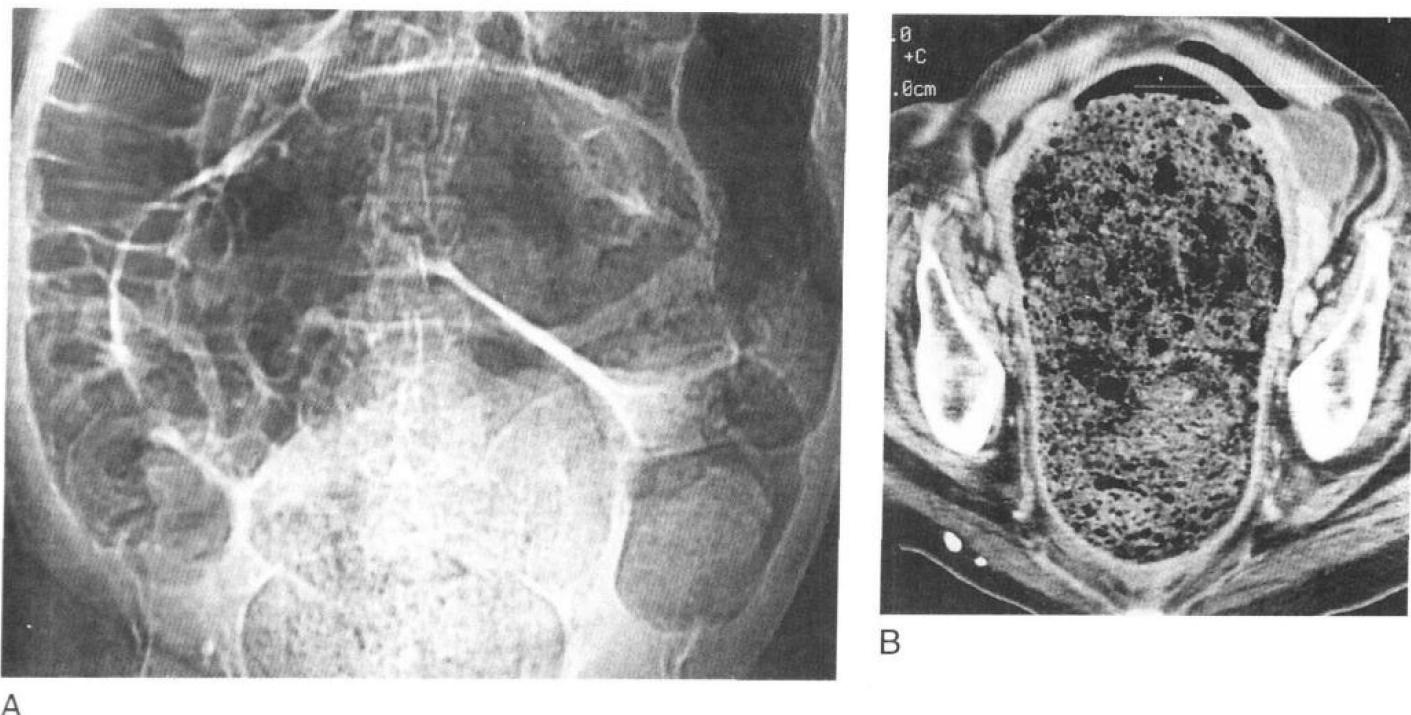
脊髓病患者发生粪便性肠梗阻的仰卧位腹平片(A)和直肠平面的CT图像(B)。
